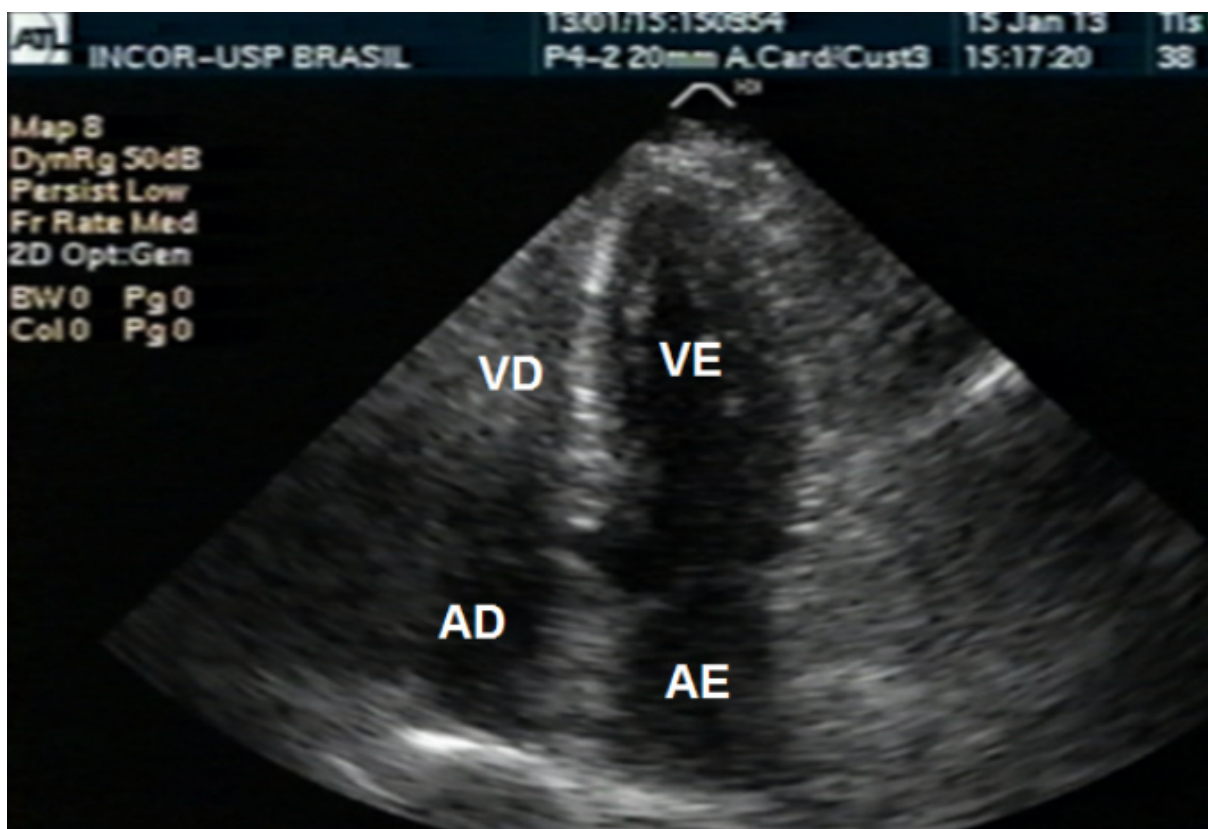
Ecocardiograma realizado duas semanas após o início dos sintomas, demonstrando recuperação da função sistólica do ventrículo esquerdo, sem alteração de motilidade segmentar. AD - átrio direito, AE - átrio esquerdo, VD - ventrículo direito, VE - ventrículo esquerdo.
